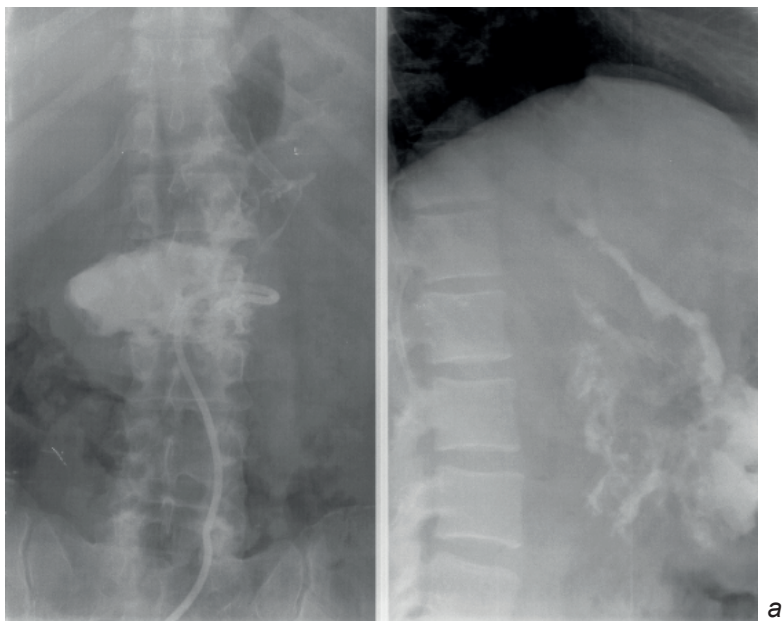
а – рентгенограммы в прямой и боковой проекциях, фистулография у пациента с панкреонекрозом;
